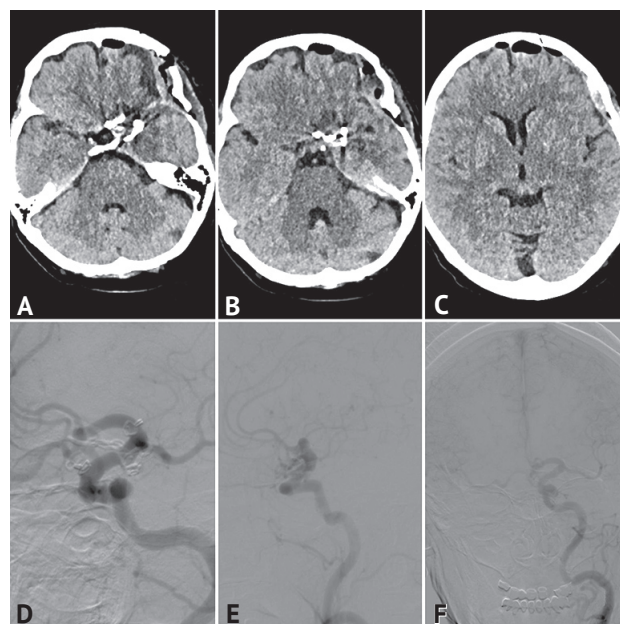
Послеоперационный компьютерно-томографический (А–С) и ангиографический контроль (D–F) пациентки Л.-ной. Отсутствуют признаки кровоизлияния и очаги ишемии в зоне операции по компьютерной томографии головного мозга. По церебральной ангиографии полости аневризм не контрастируются
